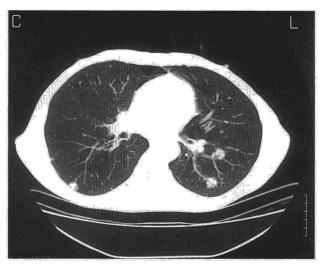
TAC torácica con ventana de parénquima: nódulos pulmonares bilaterales no calcificados ni cavitados.
